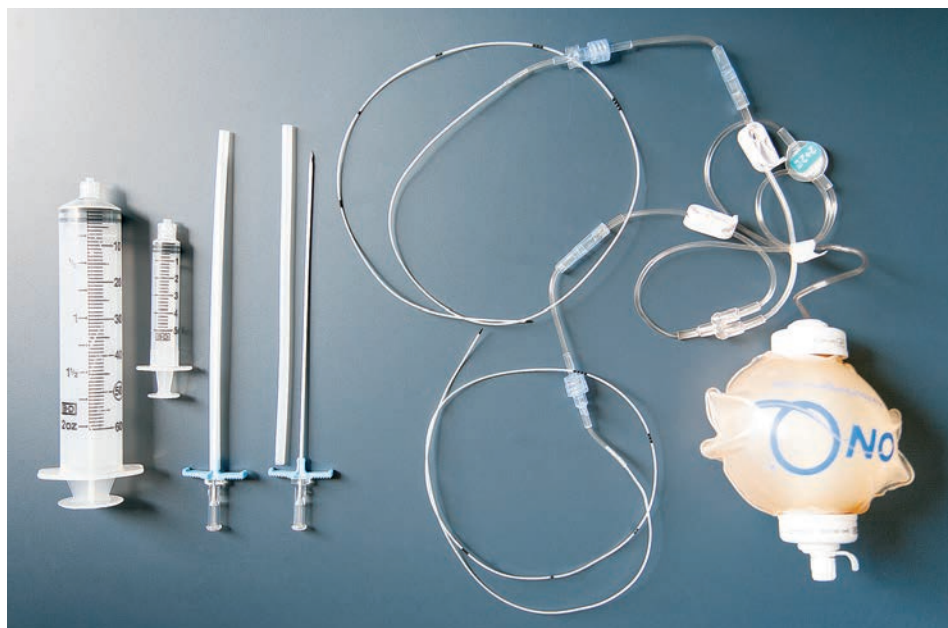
Набор для продленного обезбоживания ран (инфузионная помпа объемом 270 мл, шприц для заполнения помпы, антимикробные катетеры (2 шт.), Т-образные расщепляемые интродьюсерные канюли на игле (2 шт.)). Скорость инфузии по каждому катетеру 2 мл/ч
